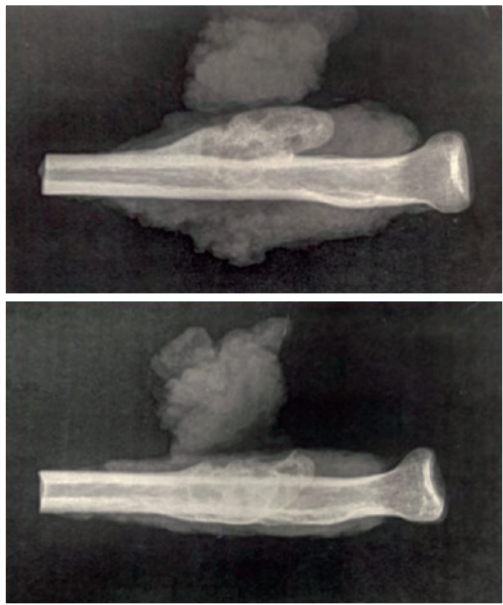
Radiografias de peça cirúrgica da metade proximal do antebraço esquerdo
